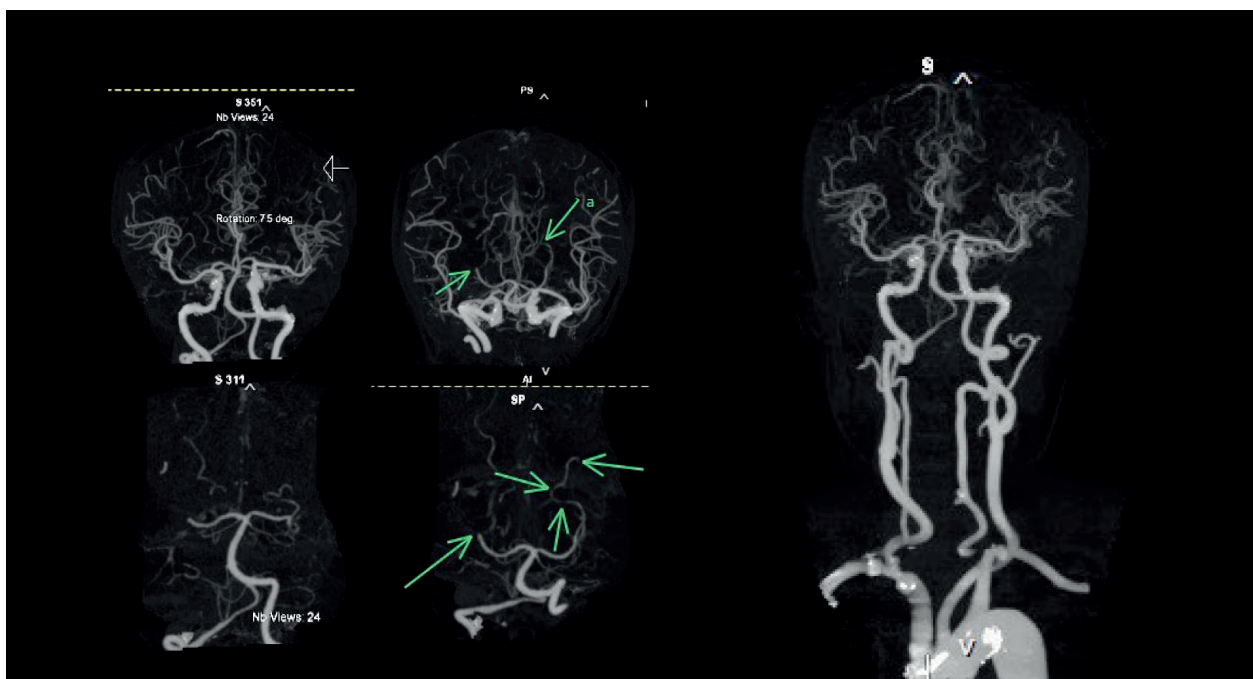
CTA brain/neck showing total occlusion of right P2 PCA and left P4 PCA
